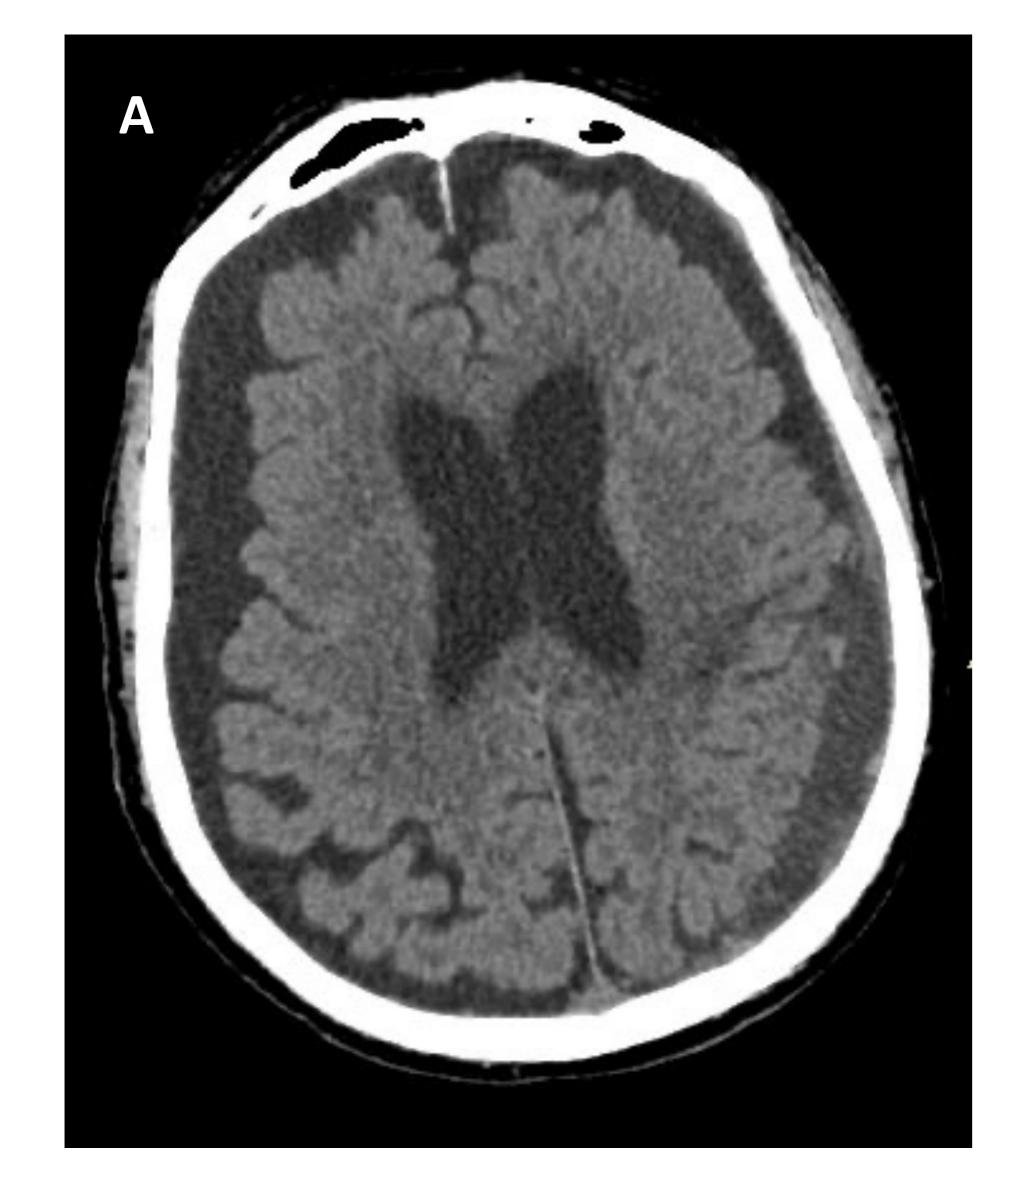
A. TC de cráneo sin CIV en corte axial visualizando hematomas subdurales bilaterales en ambas convexidades frontoparietales, con focos de resangrado en el lado izquierdo. B. Tras embolización bilateral de ambas AMM, se realiza un XperCT en sala intervencionista, inmediatamente posterior a la intervención. C. Reconstrucción MIP del XperCT en proyección coronal donde se observa material de embolización en ambos territorios vasculares de las AMM.
